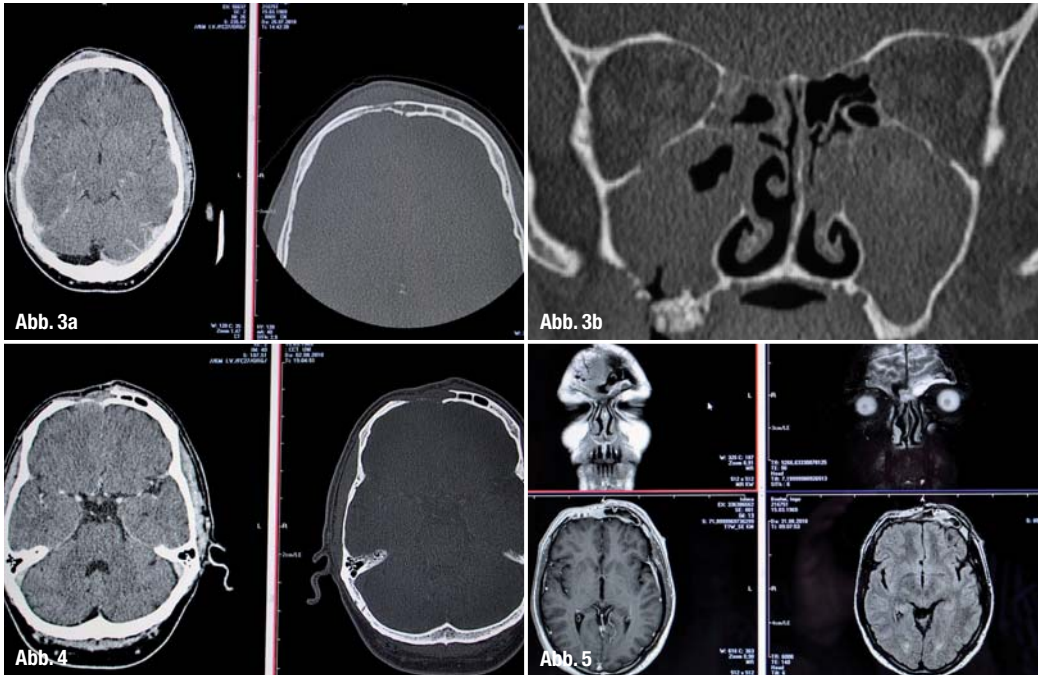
3a_ Computertomografie vom 26.07.2010. Links: axiales CT mit Kontrastmittel. KM-Aufnahme durch den subperiostalen Abszess und Duraenhancement als Zeichen einer entzündlichen Reaktion. Rechts: Knochenfenster. Ausgedehnte ossäre Destruktion der Tabula interna und externa.
